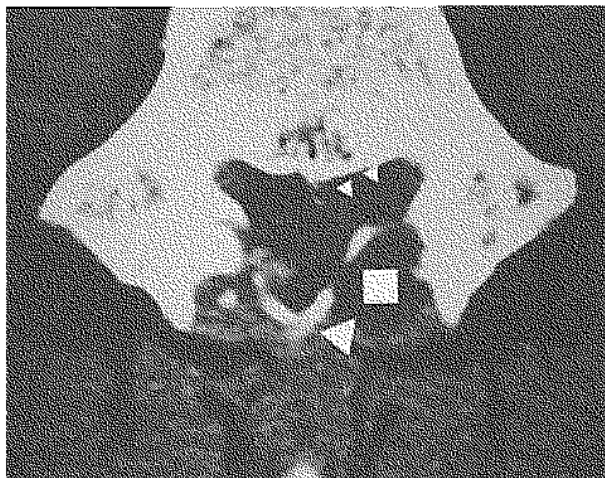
Coupe TDM axiale au niveau des pédicules de L5, en fenêtre «tissus mous». La spondylolyse est perçue, avec des lames fort grêles, et une volumineuse formation kystique située derrière la lame gauche (rectangle blanc), responsable d'une érosion chronique sur la face postérieure de la lame (large tête de flèche). Notons également l'expansion antéro-latérale gauche du kyste vers la racine L5 gauche (petites têtes de flèches).
